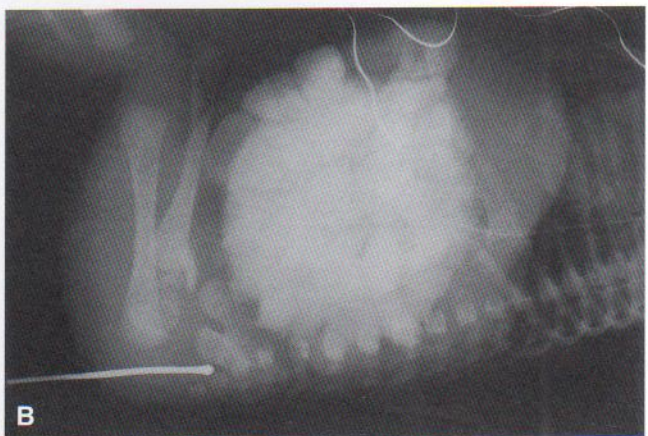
Ano imperforado. A, Recién nacida con atresia anal membranosa (ano imperforado). En muchos casos de atresia anal, una delgada capa de tejido separa el canal anal del exterior. Algunas formas de ano imperforado aparecen aproximadamente una vez cada 5.000 nacimientos; son más comunes en varones. (Cortesía del Dr. A. E. Chudley, Section of Genetics and Metabolism, Department of Pediatrics and Child Health, Children's Hospital, Winnipeg, Manitoba, Canadá.) B, Radiografía de un lactante con ano imperforado. El extremo dilatado de la sonda radiopaca se encuentra en el fondo de la membrana anal de final ciego. El intestino delgado está distendido por heces y material de contraste. (Cortesía del Dr. Prem S. Sahni, Department of Radiology, Children's Hospital, Winnipeg, Manitoba, Canadá.)
